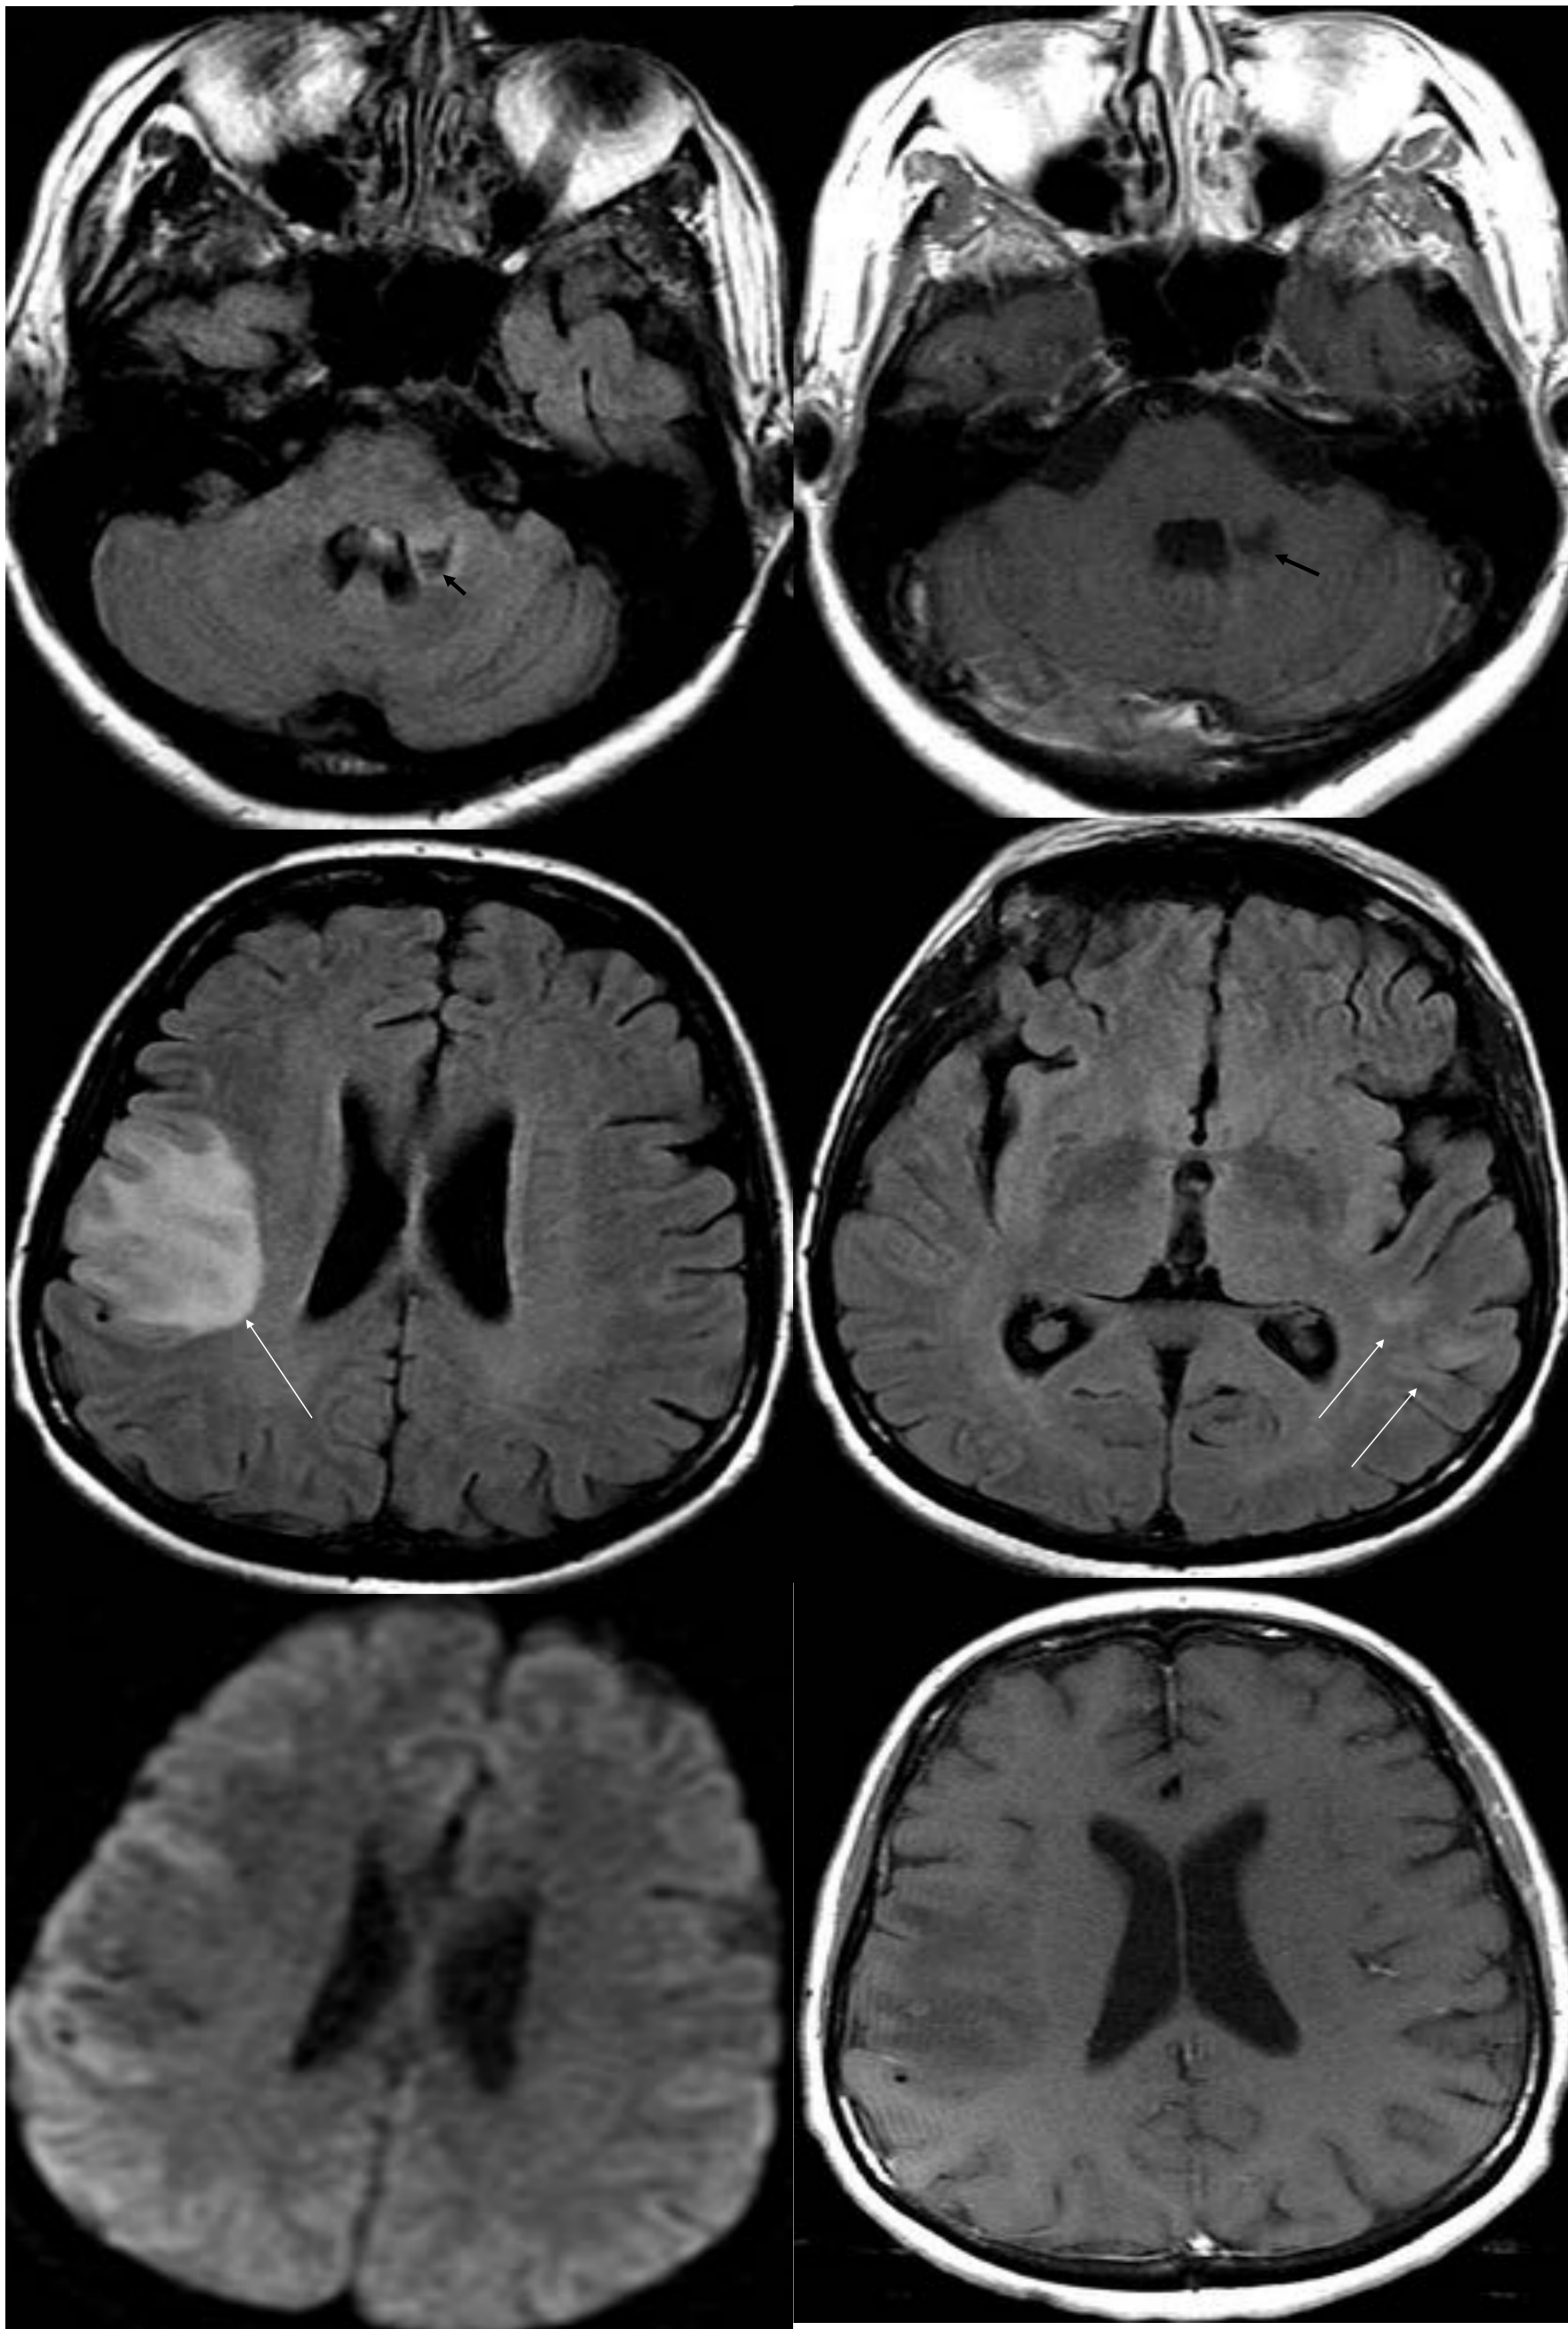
(Continuación). Estudio de RM realizado al mes del cuadro anterior por aparición de nueva clínica. La lesión cerebelosa de comportamiento isquémico ha evolucionado a un área malácica (cabeza de flecha), con aparición de nuevas lesiones a nivel frontoparietal derecho y corticales temporales izquierdas (flechas), con difusión globalmente facilitada y sin realce significativo, salvo algún mínimo foco, siendo todo ello compatible con un linfoma intravascular, que fue confirmado posteriormente por anatomía patológica. Hospital Morales Meseguer, Murcia.
